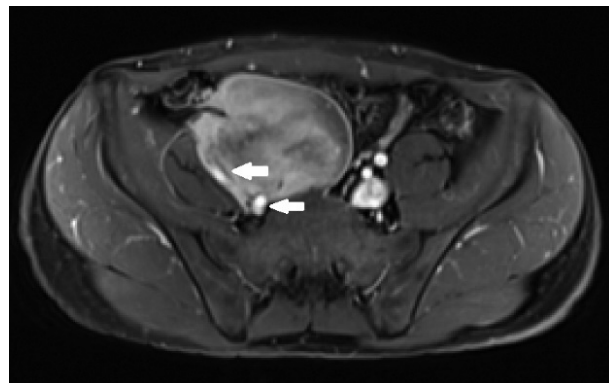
The right external and internal iliac arteries were involved in the tumor, as shown by contrast-enhanced MRI (arrow).
